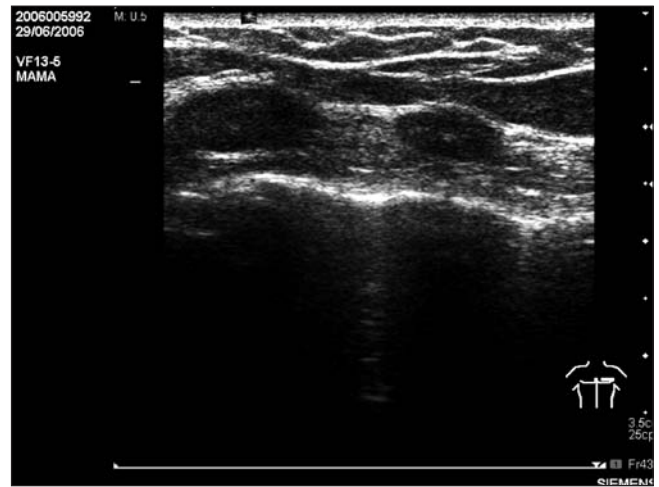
Ecografía en modo-B. Se observa ausencia del tejido glandular mamario y del músculo pectoral mayor del lado afectado. Planos cutáneos conservados sobre la pared torácica con escasa cantidad de tejido adiposo.
